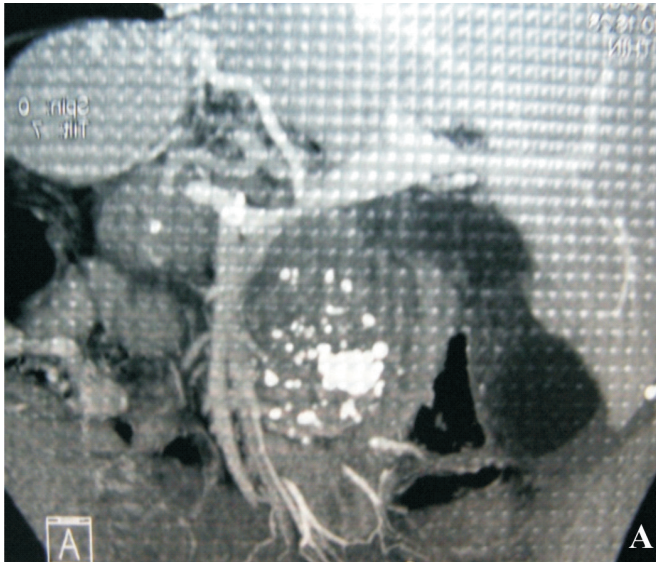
TC regim standard (A), regim angiografie (B), pancreatită cronică cefalică, calcinate în cefal.
